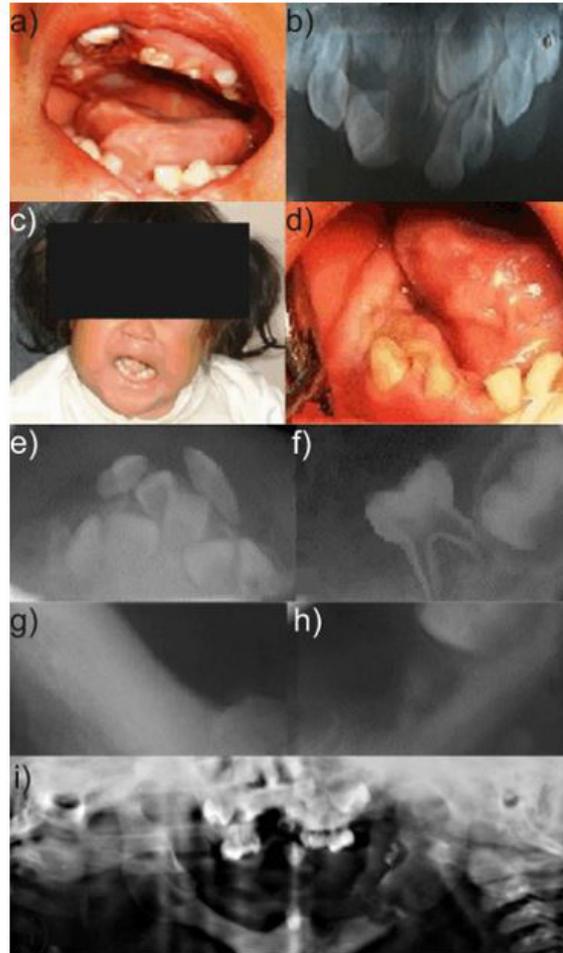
a) Inflamación intraoral de la zona anterosuperior b) Radiografía periapical órganos dentarios superiores, c) vista extraoral y d) vista intraoral de la zona mandibular derecha, se observa órgano dental en erupción, con tejido inflamatorio y secreción de material purulento. Radiografías periapicales de e) la zona anterior mandibular y f) zona mandibular derecha. g) y h) Radiografías periapicales mandibulares post-exodoncia y i) radiografía panorámica.
